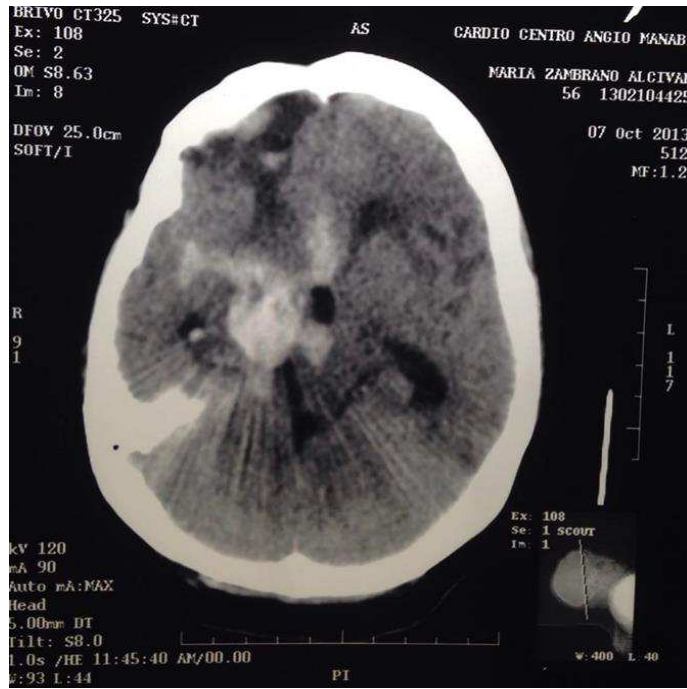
Tomografía computarizada de cerebro postoperatorio corte axial.
